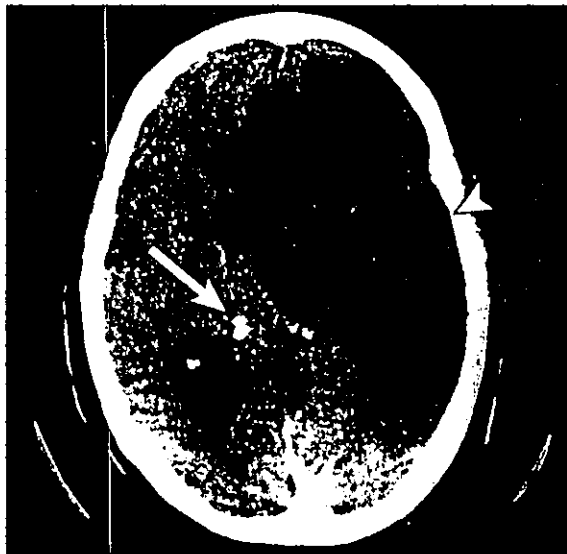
2 僧帽弁狭窄症と心房細動の合併例に生じた大脳半球性大梗塞のCT像
